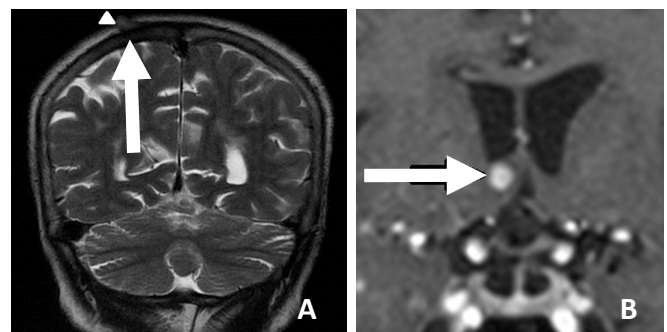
IRM cérébrale après 4 semaines de traitement antituberculeux.
